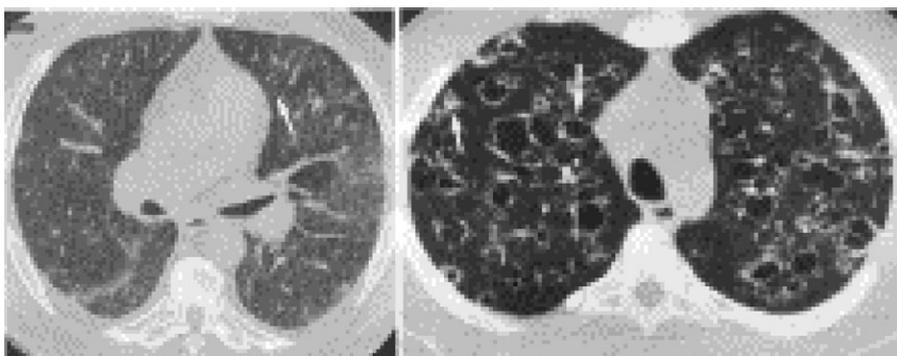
Линейный и буллезный КТ-паттерны
